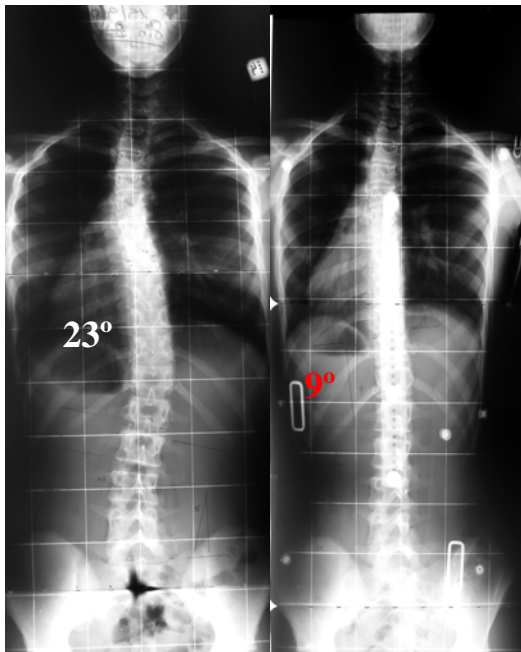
Radiografía PREVIA al tratamiento con 23° y al colocar el corsé se reduce a 9° (radiografía de la derecha), lo que indica un buen efecto corrector del corsé.
